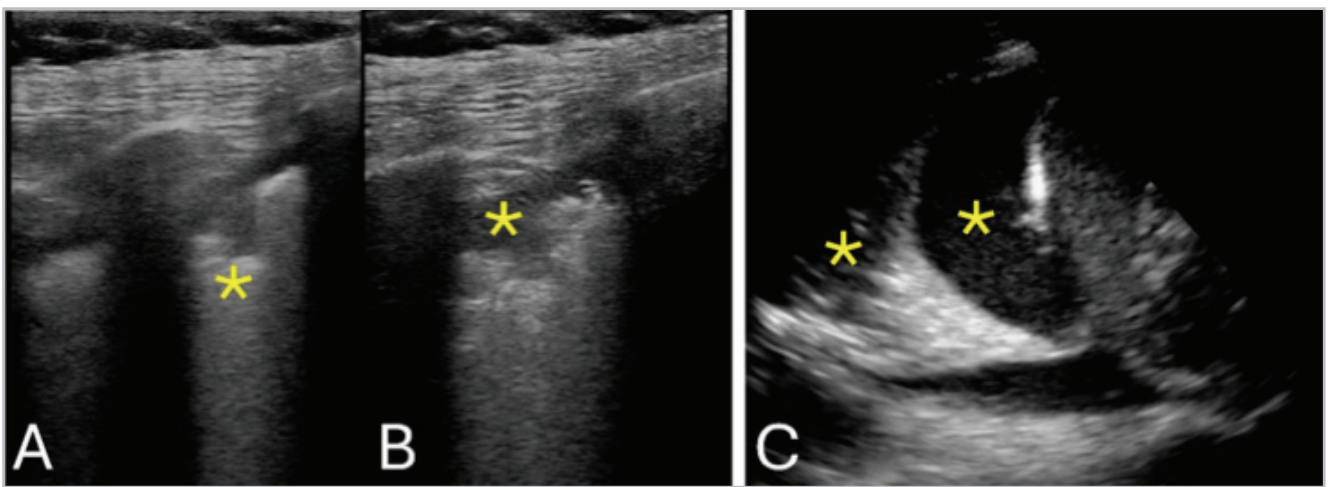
Ultrasonido en tuberculosis. Panel A y B: ultrasonido pulmonar con transductor lineal donde se aprecia irregularidad de la línea pleural con una zona hipoeoica (asterisco) que corresponde a un nódulo subpleural. Panel C: imagen posterolateral del pulmón con transductor sectorial que muestra una zona anecoica (negra, asterisco) que representa derrame pleural, y la consecuente consolidación por atelectasia pasiva (zona hiperecoica adyacente al derrame) secundaria al derrame (asterisco). Imagen propia de los autores.
